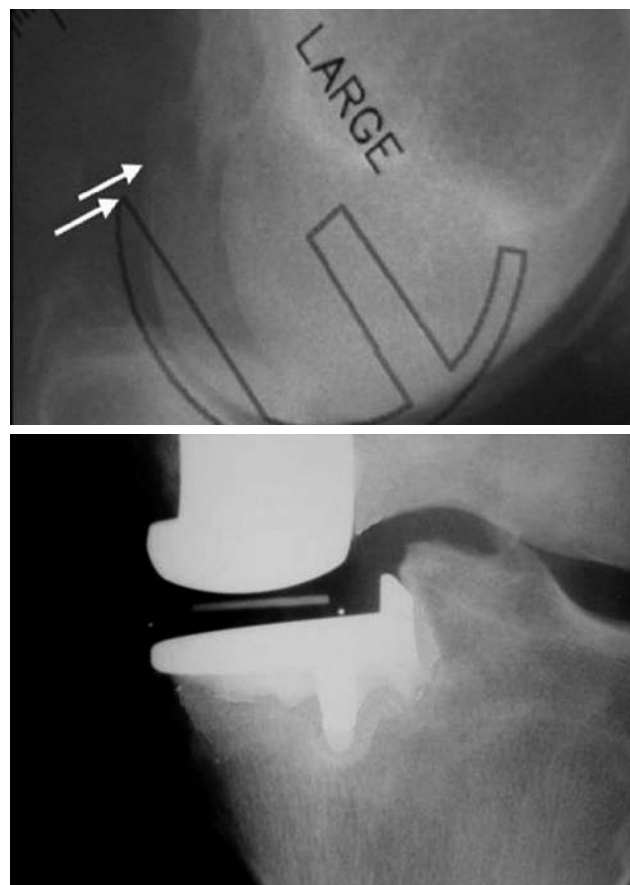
a-b.- Tray to size mark of the femoral implant. The AP radiograph with the medial unicompartmental prosthesis implanted.
